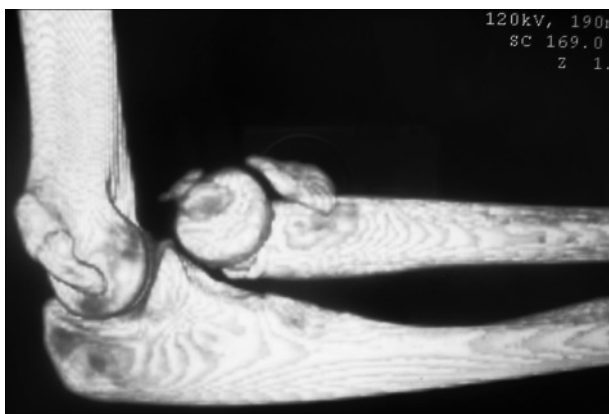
Рентгенограмма в боковой проекции локтевого сустава пациентки С., 14 лет. Перелом шейки лучевой кости, оссификация по передней поверхности.
